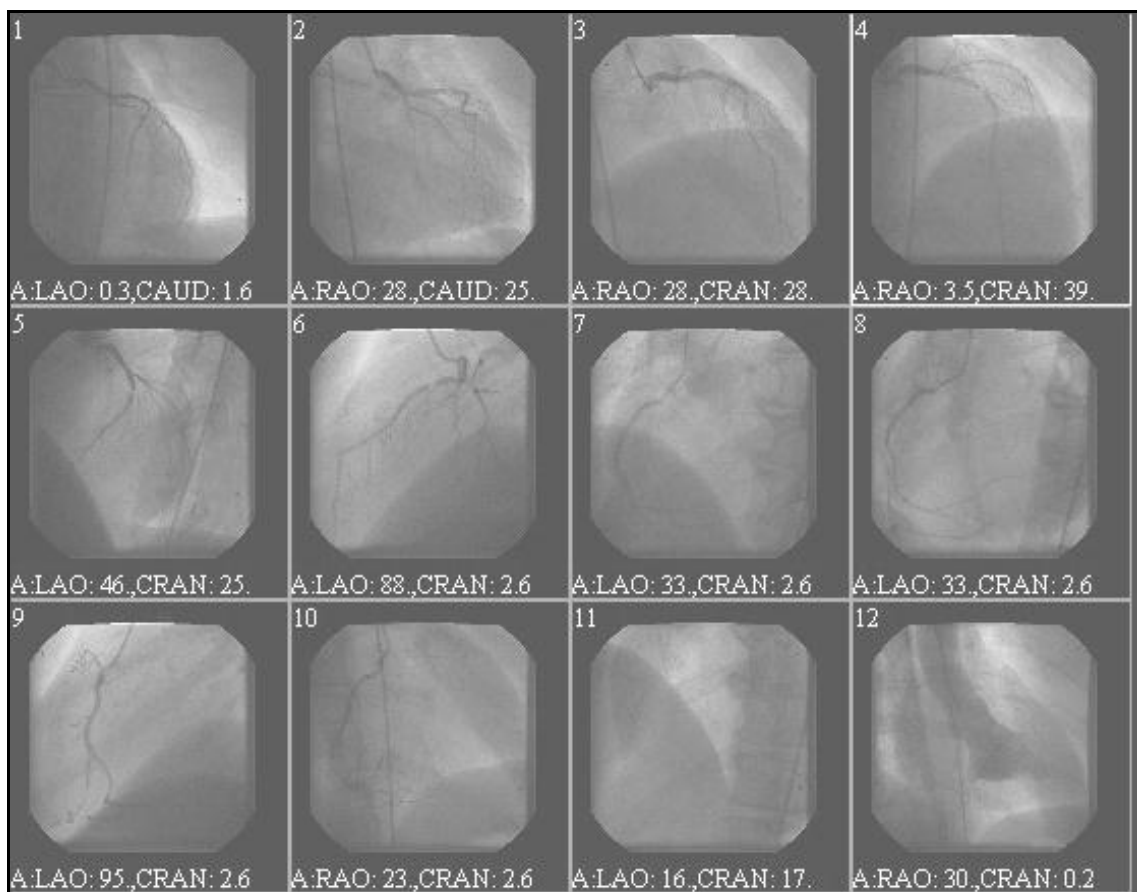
Coronariografía realizada al mismo paciente que se muestra en las imágenes de la *SPECT* sincronizada. Paciente N_o-30.
